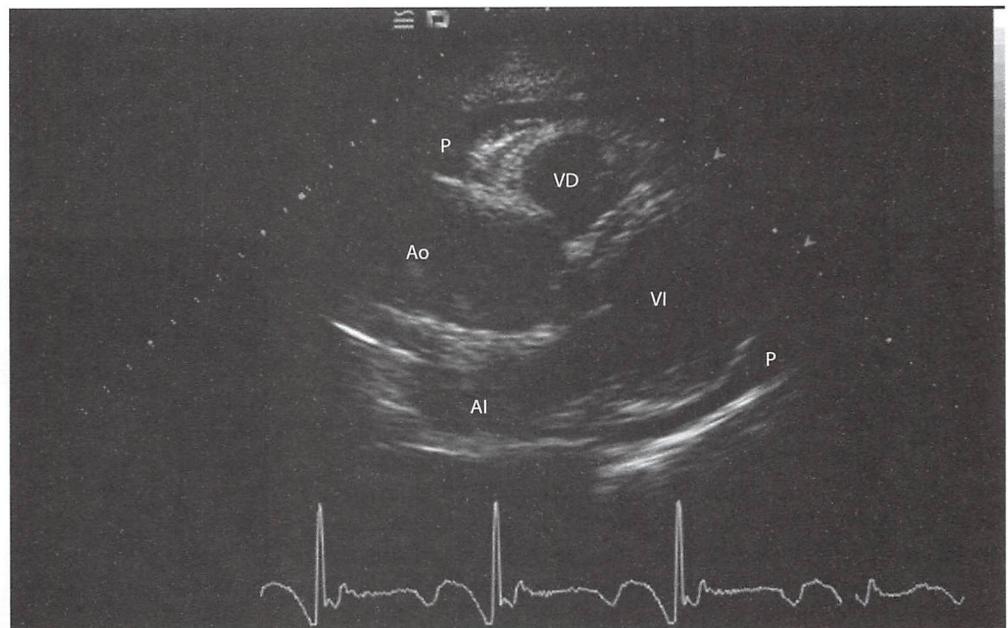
Imagen de ecocardiografía bidimensional
